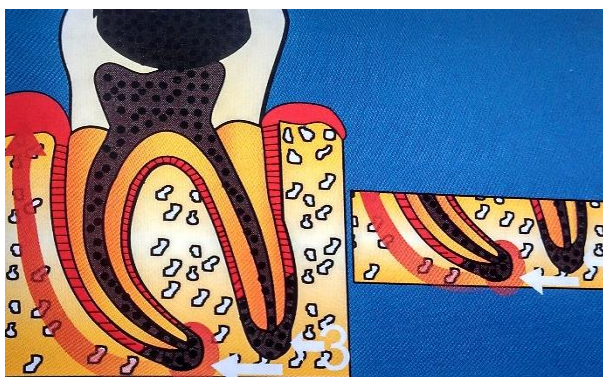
Absceso periapical sin fístula evolucionada. (12).
